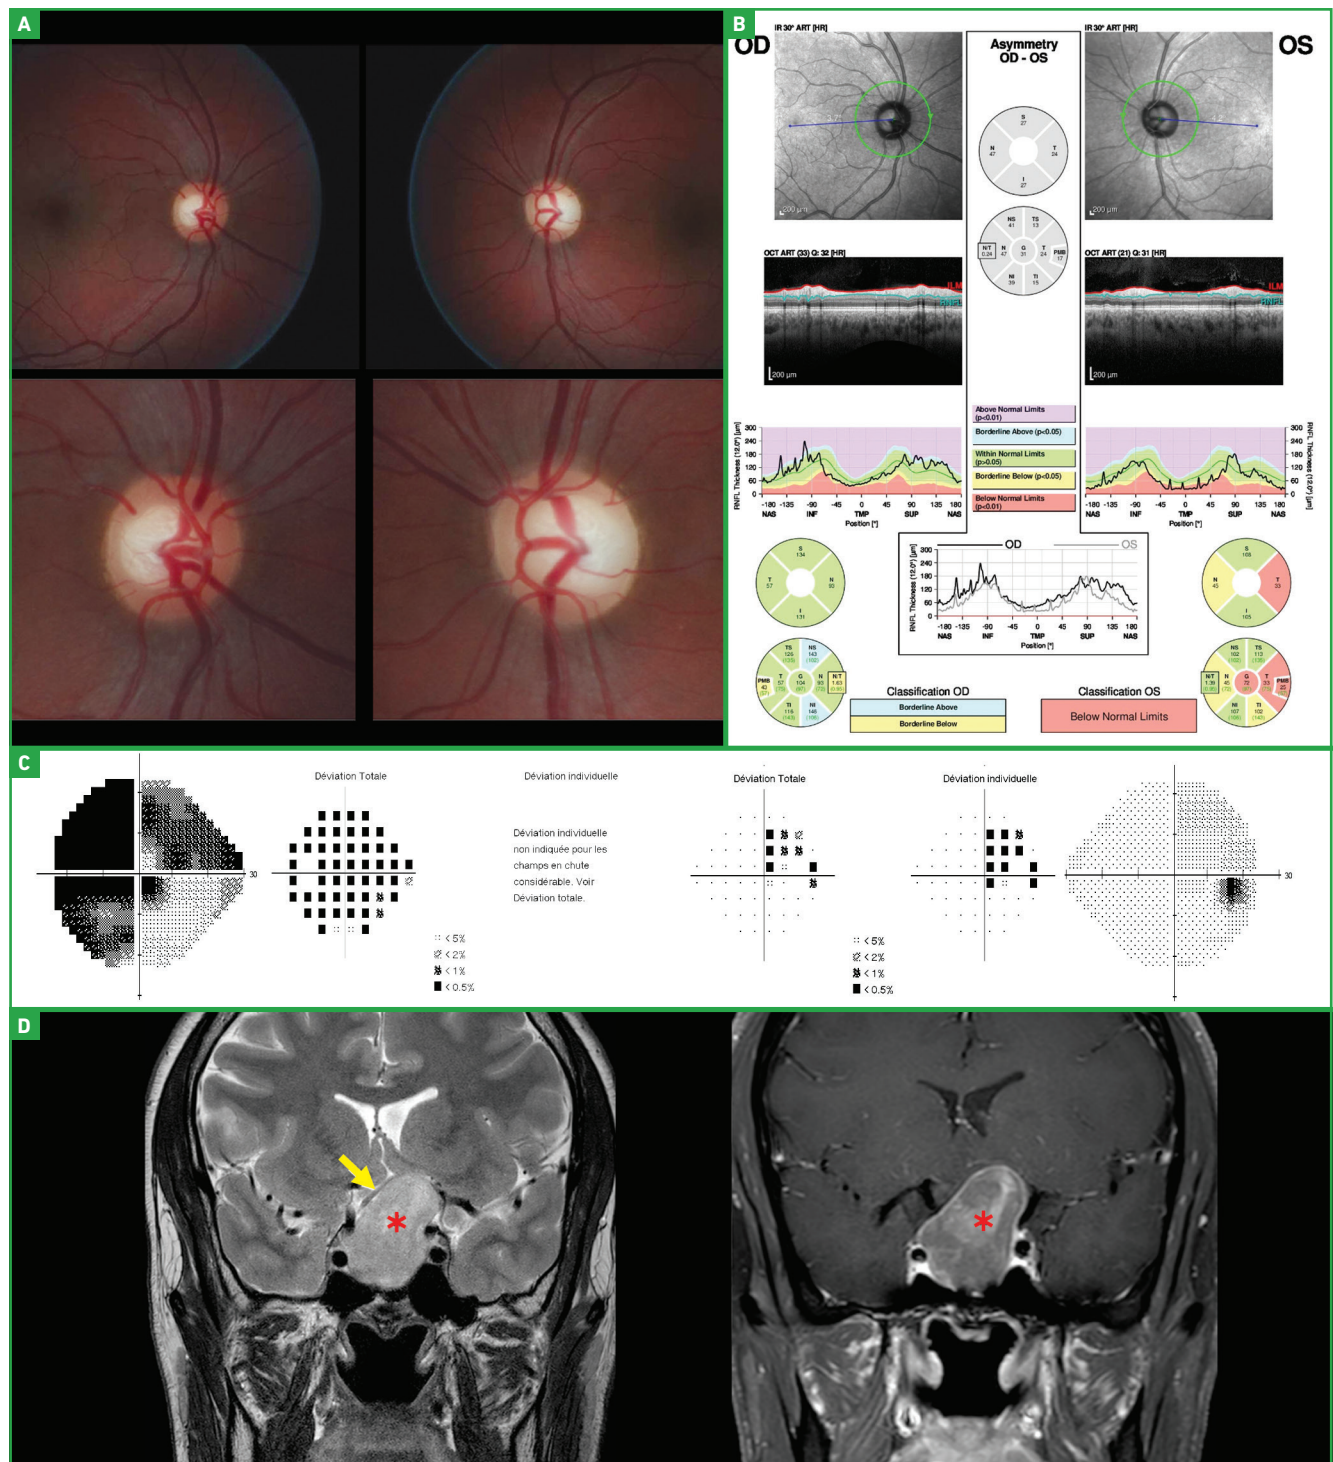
Un patient mélanoderme de 35 ans est adressé pour une suspicion de GPN devant une baisse d'acuité visuelle de son œil gauche à 5/10 et une excavation papillaire. Le fond d'œil (A) montre une excavation d'allure physiologique du côté droit, plus grande du côté gauche mais avec une pâleur de l'anneau neurorétinien en nasal. L'OCT prfNL (B) est normal à droite, mais il montre un amincissement en temporal de la papille épargnant la double bosse supérieure et inférieure à gauche. Tous ces éléments sont très atypiques pour un glaucome. Le champ visuel (C) permet de redresser le diagnostic: il montre une atteinte centrale diffuse à gauche, et un déficit temporal supérieur respectant le méridien vertical à droite. Il localise une atteinte de la jonction entre le nerf optique gauche et le chiasma qui est confirmé par l'IRM (D): un macroadénome volumineux est visible (étoiles) en T2 et en T1Gd. Le chiasma (flèche) est refoulé et étiré par l'adénome.
